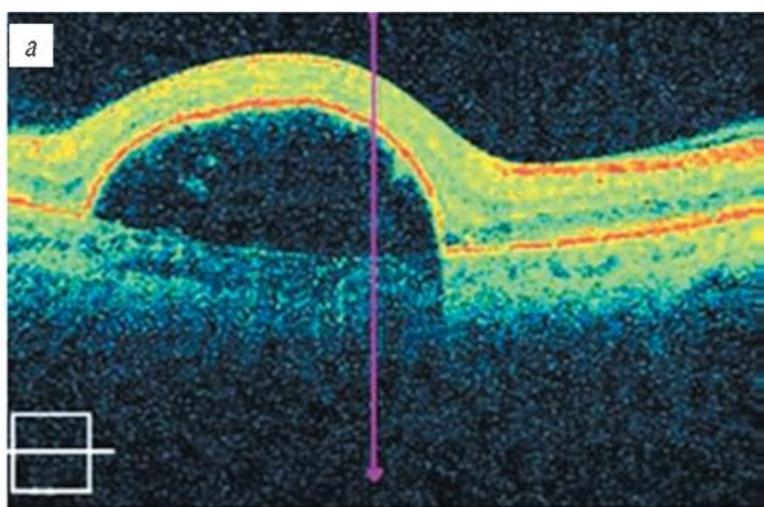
Серозная отслойка пигментного эпителия сетчатки (а - томограмма сетчатки, б - карта ПЭС). Жидкость из хориокапилляров аккумулируется между мембраной Бруха и ПЭС, формируя оптически пустое пространство (угол более 45°). Выявляется выраженная деформация слоёв сетчатки
